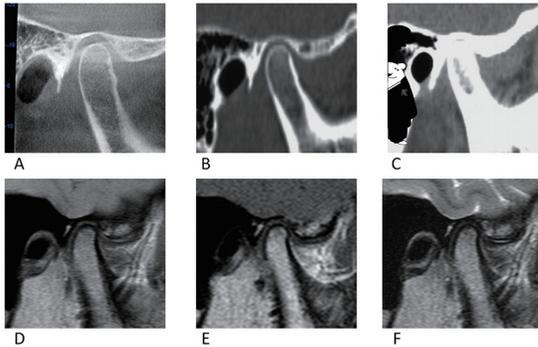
同一患者（著者）の右側顎関節のCT, MRI
